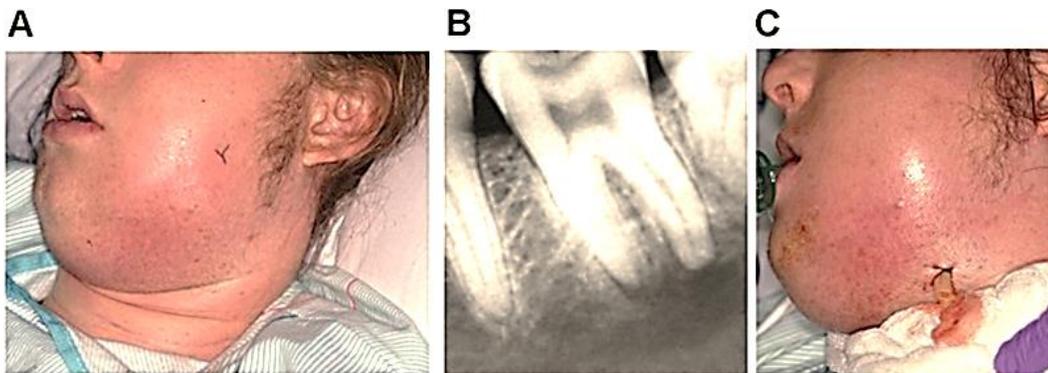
A: Paciente con absceso apical agudo diseminado. B: Radiográficamente se observa una lesión radiolúcida periapical. C: Drenaje de absceso. ⁽²²⁾
